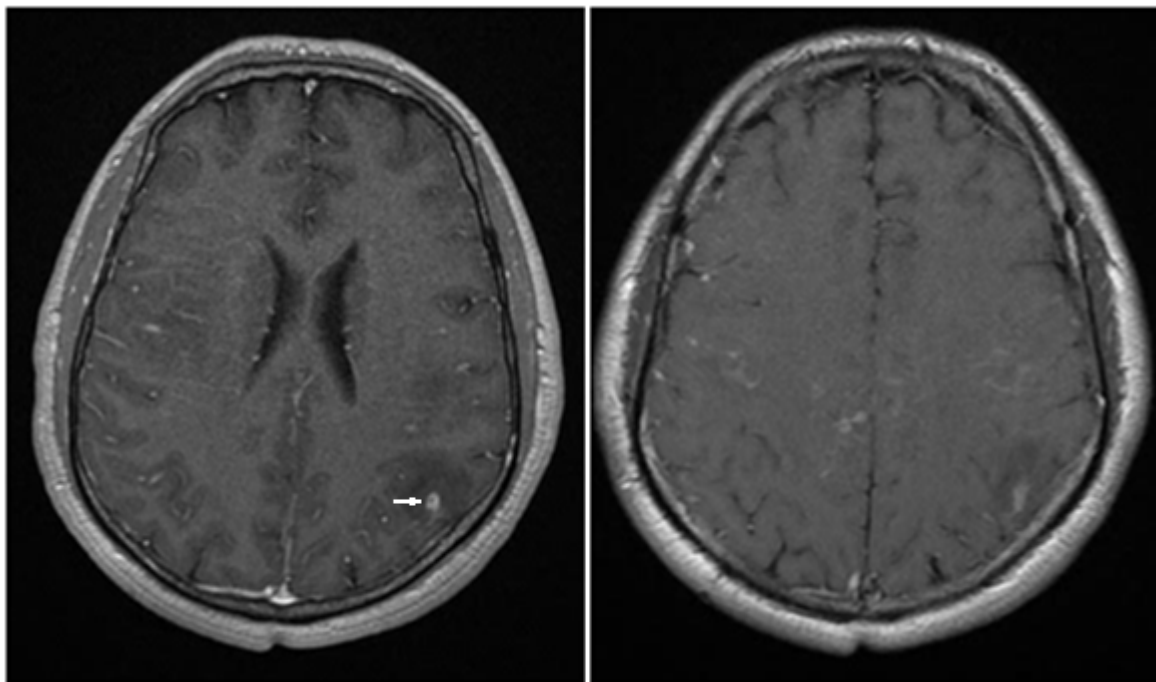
IRM cérébrale séquence axiale T1 injecté montrant une prise de contraste leptoméningée et aussi de la paroi des vaisseaux (flèche) chez un patient de 30 ans présentant une vascularite cérébrale primitive.
